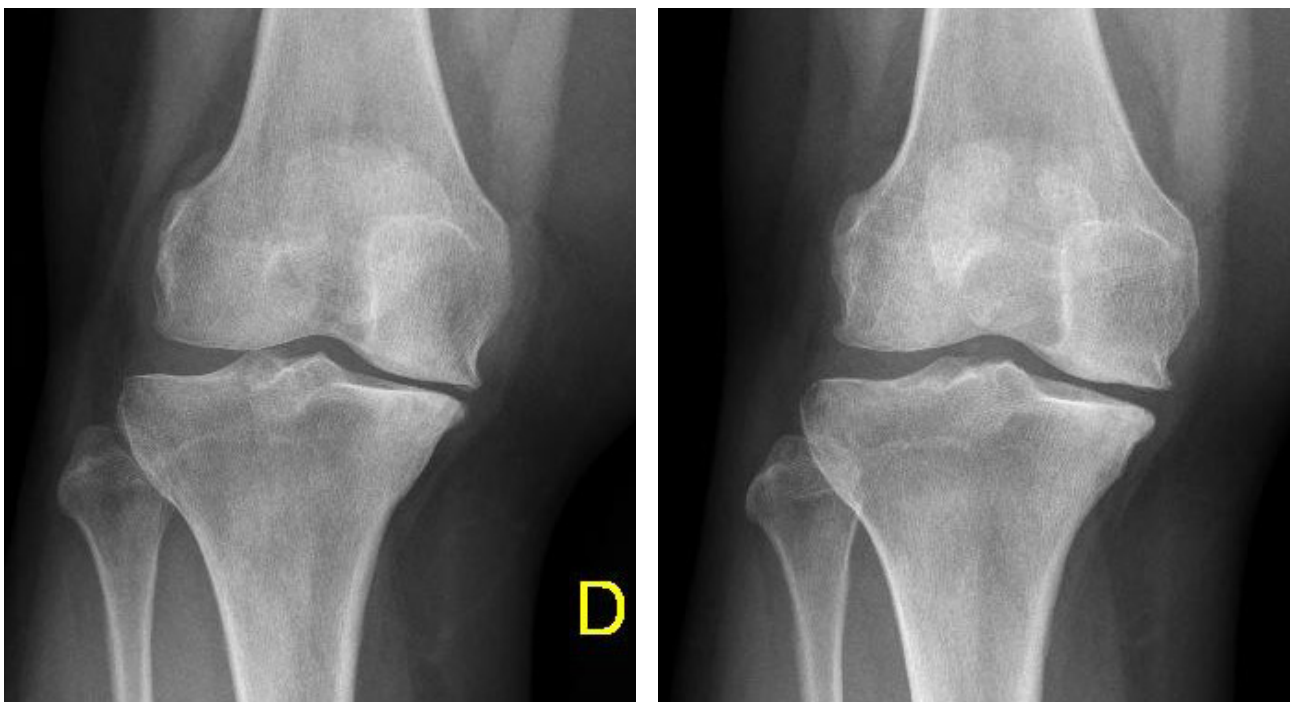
En una paciente mujer de 67 años, la radiografía de rodilla derecha al inicio y al término de tratamiento (12 meses de seguimiento) demuestra mejoría en el compartimento medial (0,29 mm a 0,46 mm).
